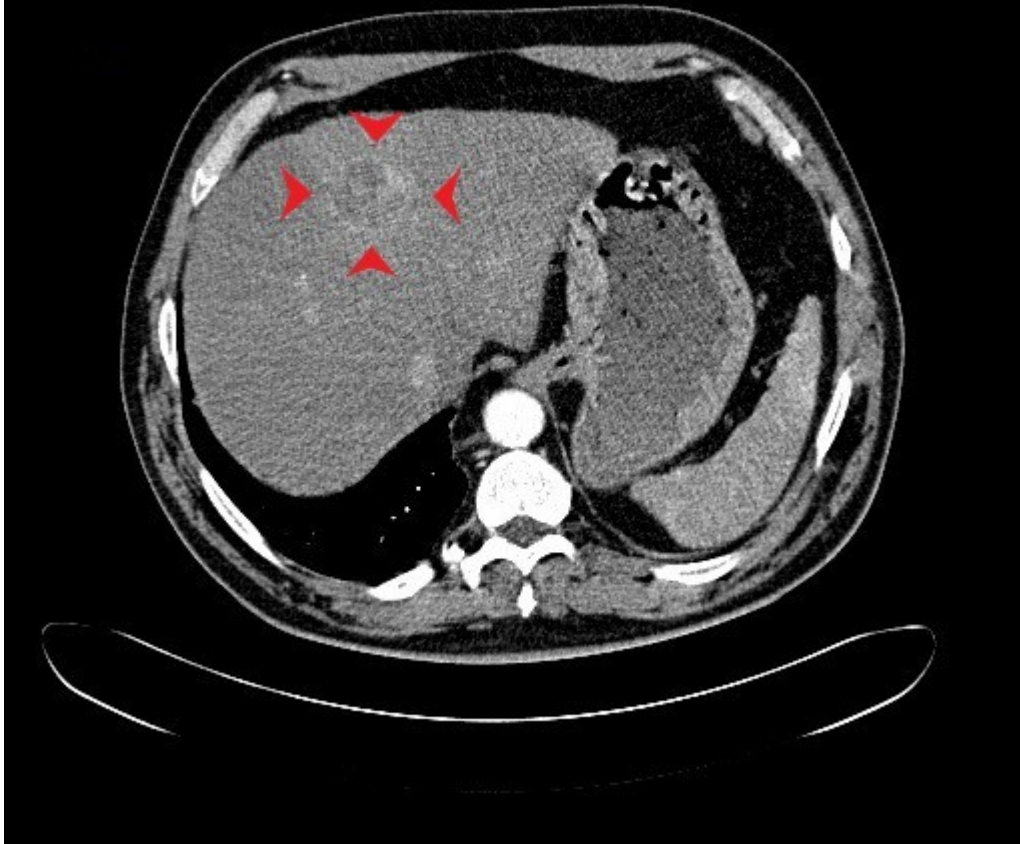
CT-Aufnahme vom 30.9.2010, welche die verdächtige Läsion zeigt 30. September 2010, LKH-Univ. Klinikum Graz
